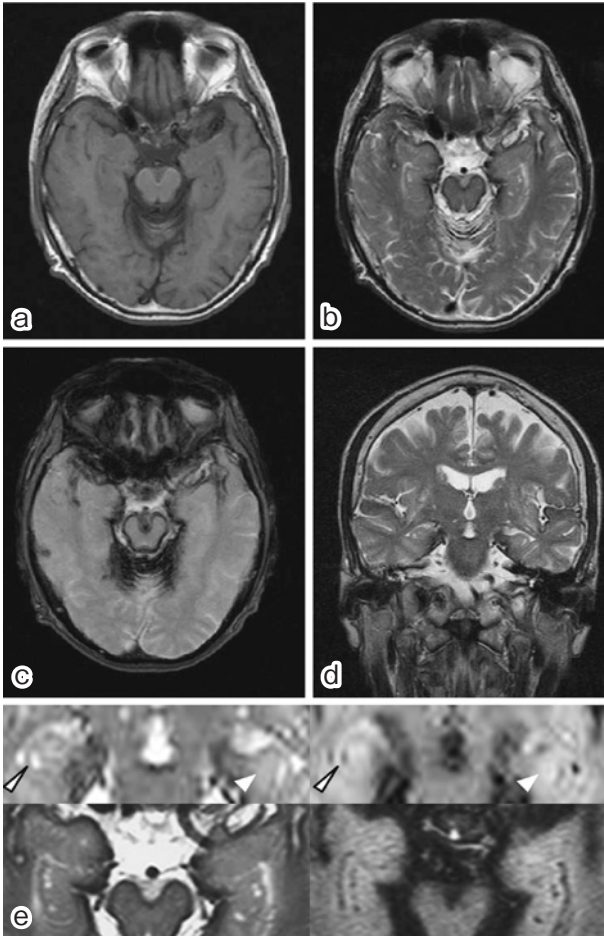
Head MR images of the patient show a hypointense band surrounding the brainstem and temporal cortex, which indicates haemosiderin deposition in T₂-weighted axial (b) (TR 3,550.0, TE 107.0) and coronal (d) (TR 3,800, TE 97.0) images and a T₂*-weighted image (c) (TR 600.0, TE 18.0). (a) T₁-weighted image (TR 471, TE 14.0); (e) coronal (upper row) and axial slices (lower row) of the hippocampus in T₂-weighted (left column) and FLAIR images (right column). Black and white arrowheads indicate hippocampal sulcus remnant, and white arrows represent CA1-3 hyperintensity.
